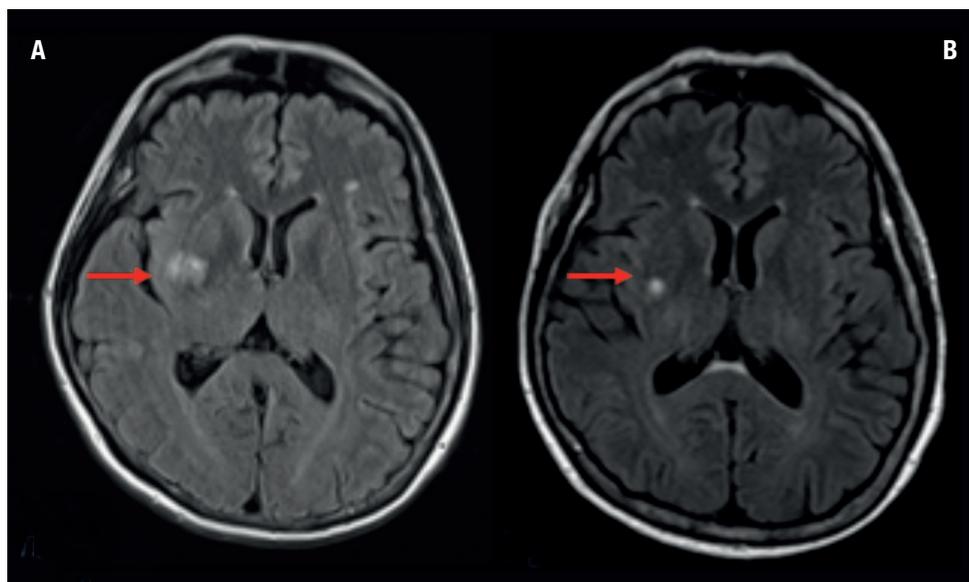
Risonanza magnetica (RM) dell'encefalo (A) precedente e (B) in corso di trattamento con lapatinib-capecitabina. Riduzione dimensionale della lesione a livello dei nuclei della base di destra da 8 mm (A) a 6,4 mm (B) e dell'edema perilesionale associato. Le frecce rosse indicano i secondari smi cerebrali.
